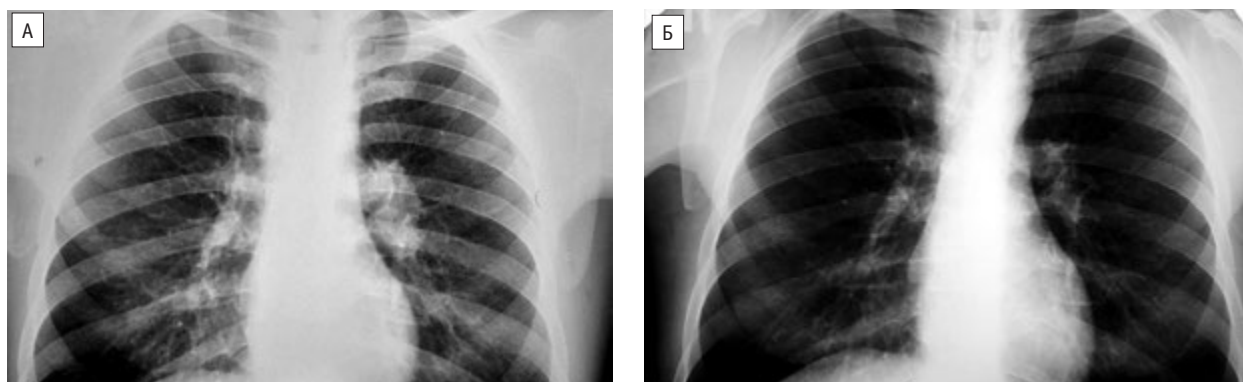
Рентгенограма ОГК хворого Н., 36 років
